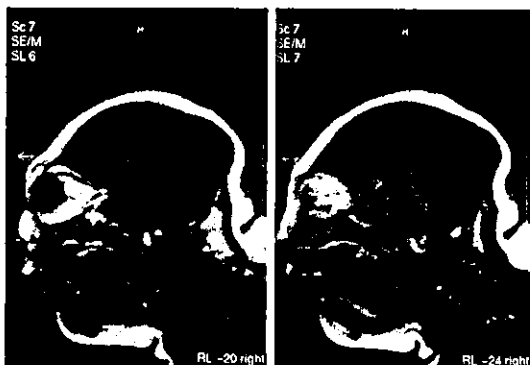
Cranial MRI at the age of 2 months showed hypoplasia of cerebrum. However, cerebellum, brain stem and thalamus had almost normal formation and structures.
